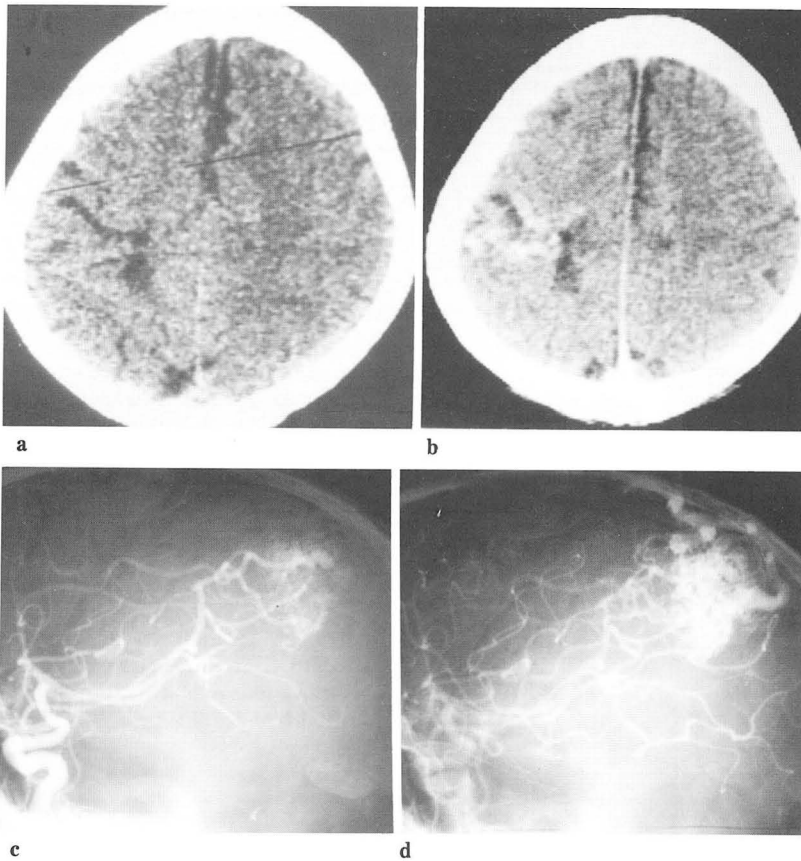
The precontrast computed tomography scan shows isodense lesion in the right parietal region(a), but the postcontrast scan demonstrates typical vessel-like structures in the same lesion(b). The right carotid angiograms show the pial-plexiform type arteriovenous malformation fed from the middle cerebral artery(c-d).
